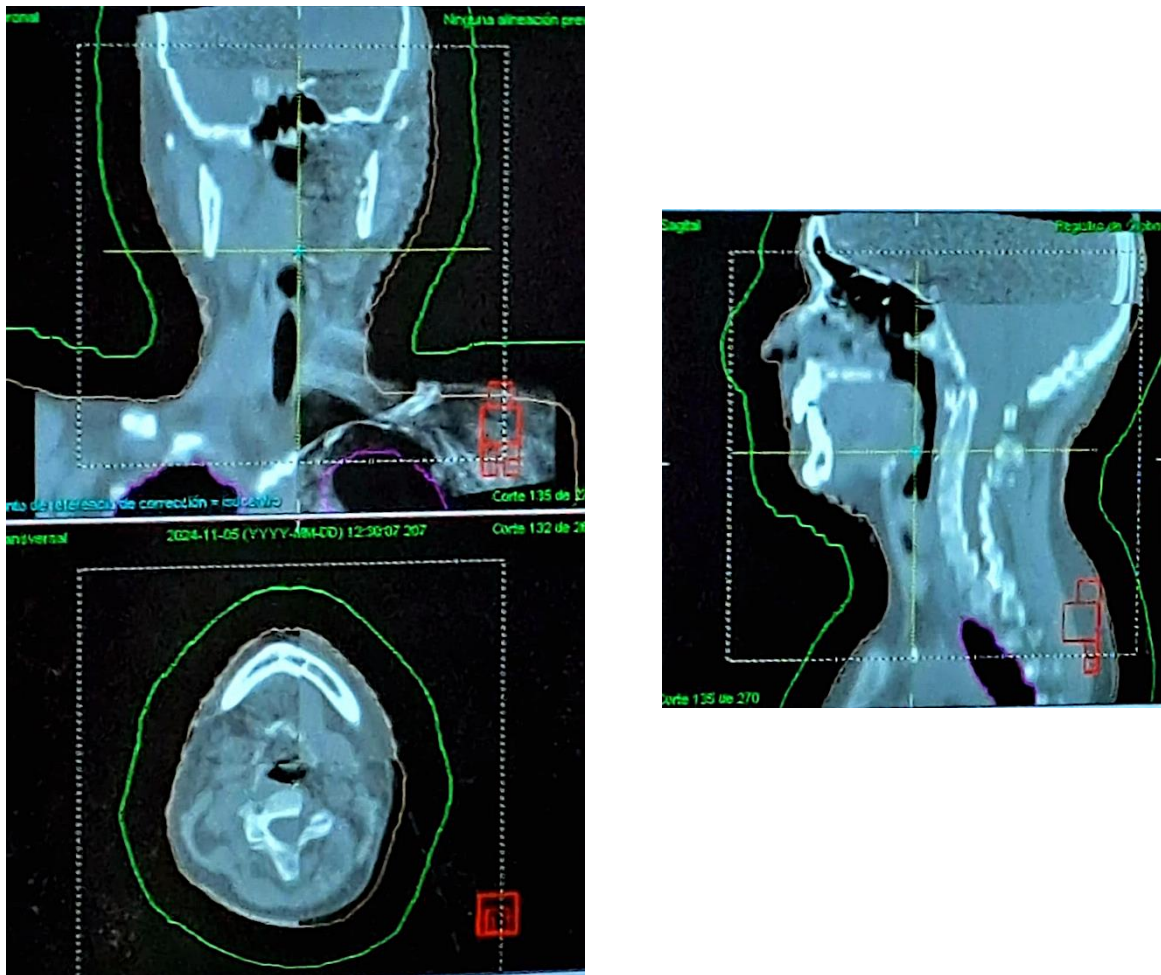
Verificación mediante CBCT
